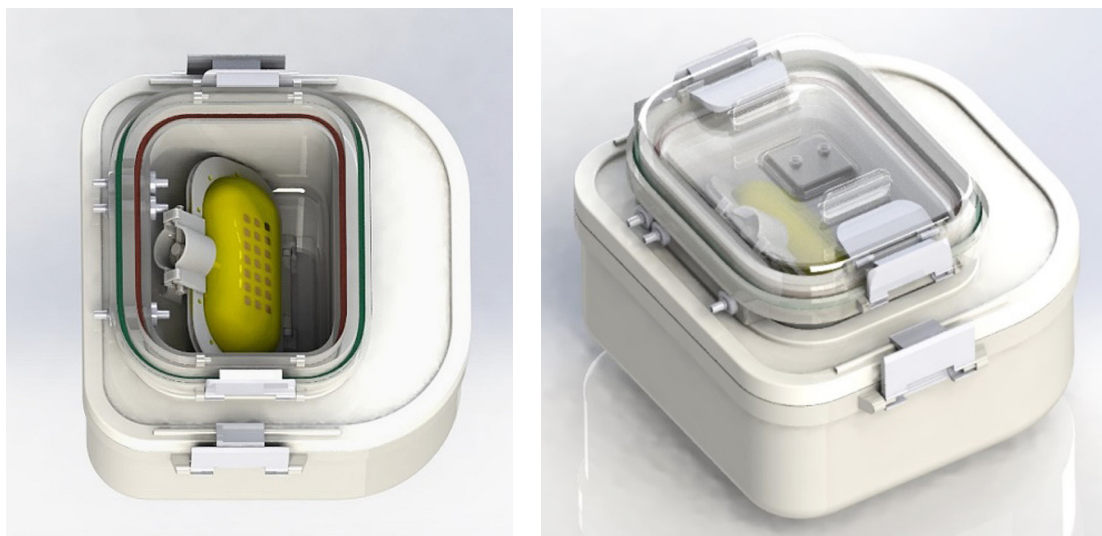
Герметичный резервуар для хранения и перфузии донорского органа
